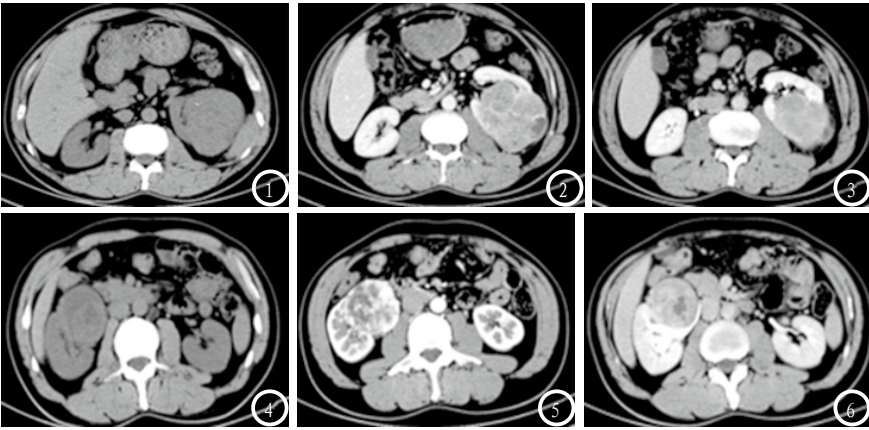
为同一病例，图1 CT平扫示 左肾中部后外侧见团块状不均匀稍低密度影，局部突向肾轮廓外，其内见斑点状钙化；图2 CT增强扫描动脉期示病变呈不均匀条片状较明显强化，其内见散在斑片状低密度无强化影；图3 CT增强扫描实质期示病变呈低密度强化，内见斑片状更低密度强化影。图4-6 为同一病例，图4 右肾类圆形占位，直径约4.5cm，边界较光整，内见片状稍低密度影；图5 CT增强扫描动脉期示 病变呈较明显不均匀强化，内部见多发斑片状低密度强化灶，病灶周围可见较光整包膜；图6 上述病变呈低密度强化，内见片状低密度坏死无强化灶，边缘光整，右侧肾盂弧形受压。
